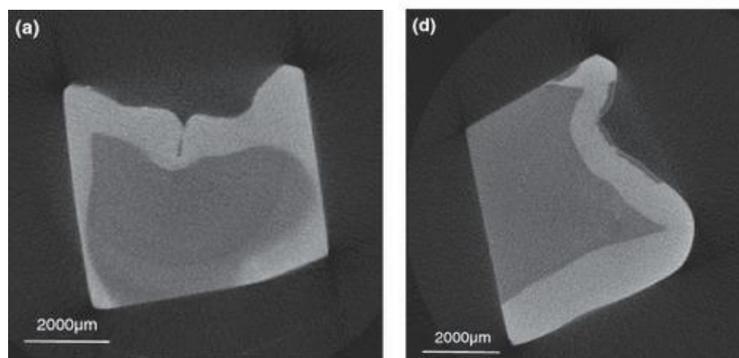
blocs dentaires après déminéralisation étudiés par tomographie (a) groupe traité par fluorure diammine d'argent (d) groupe témoin sans traitement. Liu (16)
